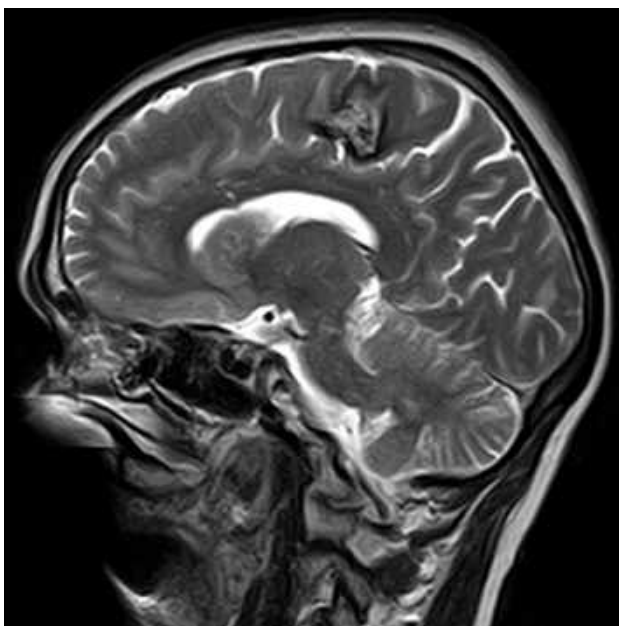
МРТ головного мозку (сагітальний зріз в Т2 ЗЗ). Кавернома задньо-медіальних відділів лобової частки (спостереження №37, хвора Б-ь, історія хвороби №628).
